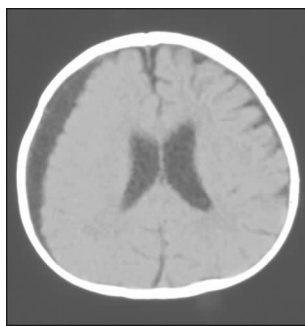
Ommaya 囊置入术前头颅 CT 影像
